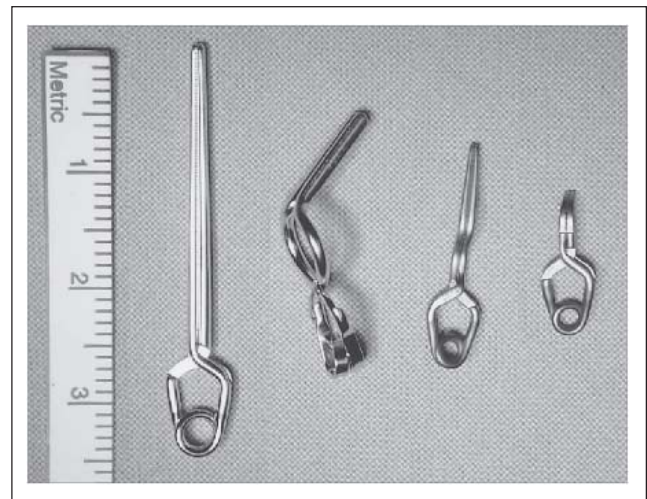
Es stehen Clips in vielen Längen und Formen zur Verfügung. Moderne Clips sind aus Titan gefertigt und damit auch MRT-tauglich.
